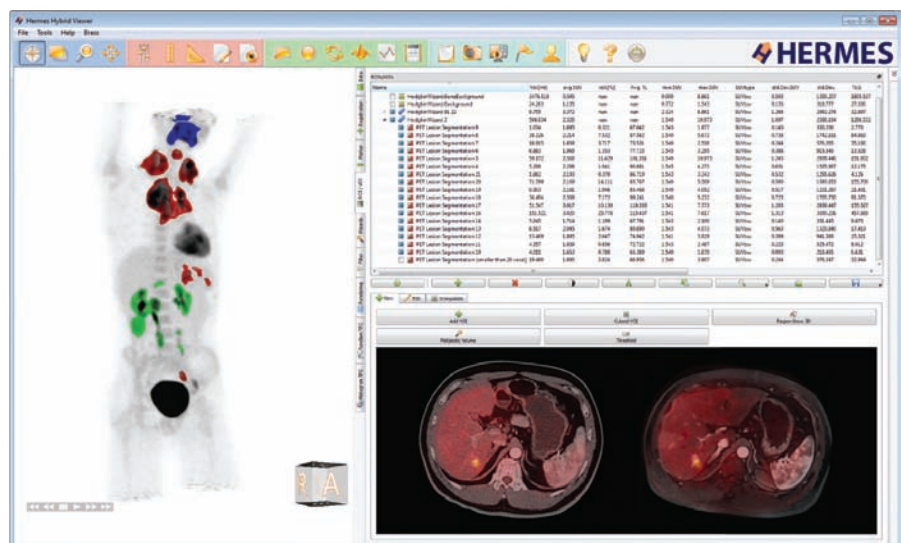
PET-CT / PET-MR Tumor Finder
